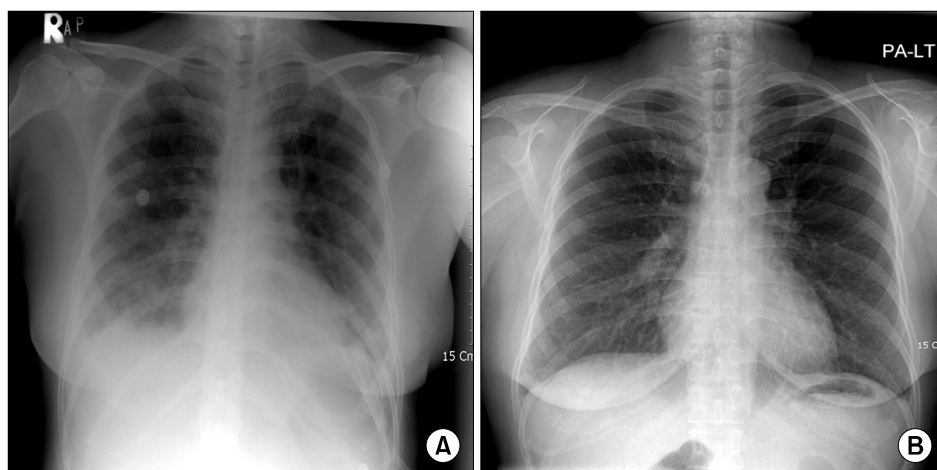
(A) Chest radiograph on admission (hospital day 1) shows bilateral infiltrates, predominantly located in the periphery of the lungs, with blunting of costophrenic angle. (B) Chest radiograph shows dramatic improvement of previous bilateral infiltrates, disappeared blunting of costophrenic angle 3 days after systemic corticosteroid therapy and shifting the progesterone from an intramuscular form to vaginal form.
